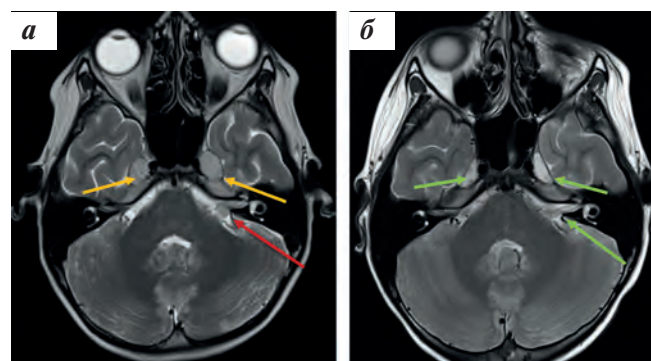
МРТ в последовательности T2 в аксиальной проекции: а — отмечаются объемные образования черепно-мозговых нервов: преддверно-улиткового и лицевого — слева (красная стрелка), тройничных — с обеих сторон (оранжевые стрелки); б — через 1 мес после окончания программного лечения в области черепно-мозговых нервов объемные образования не определяются (зеленые стрелки)
